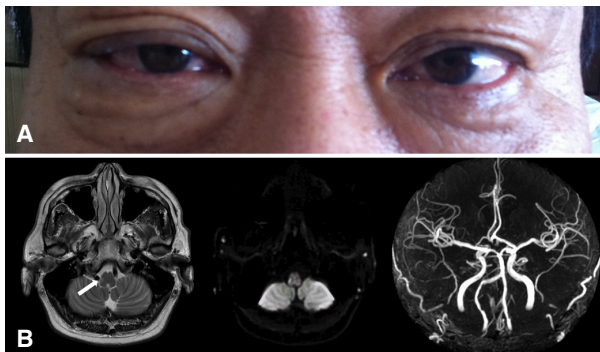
Patient showing right eyelid ptosis, periorbital edema, and conjunctival injection (A) and focal ischemic lesion in the right dorsolateral medulla on the diffusion-weighted and T2-weighted magnetic resonance imaging accompanying irregular atherosclerotic change of bilateral vertebral arteries (B).
